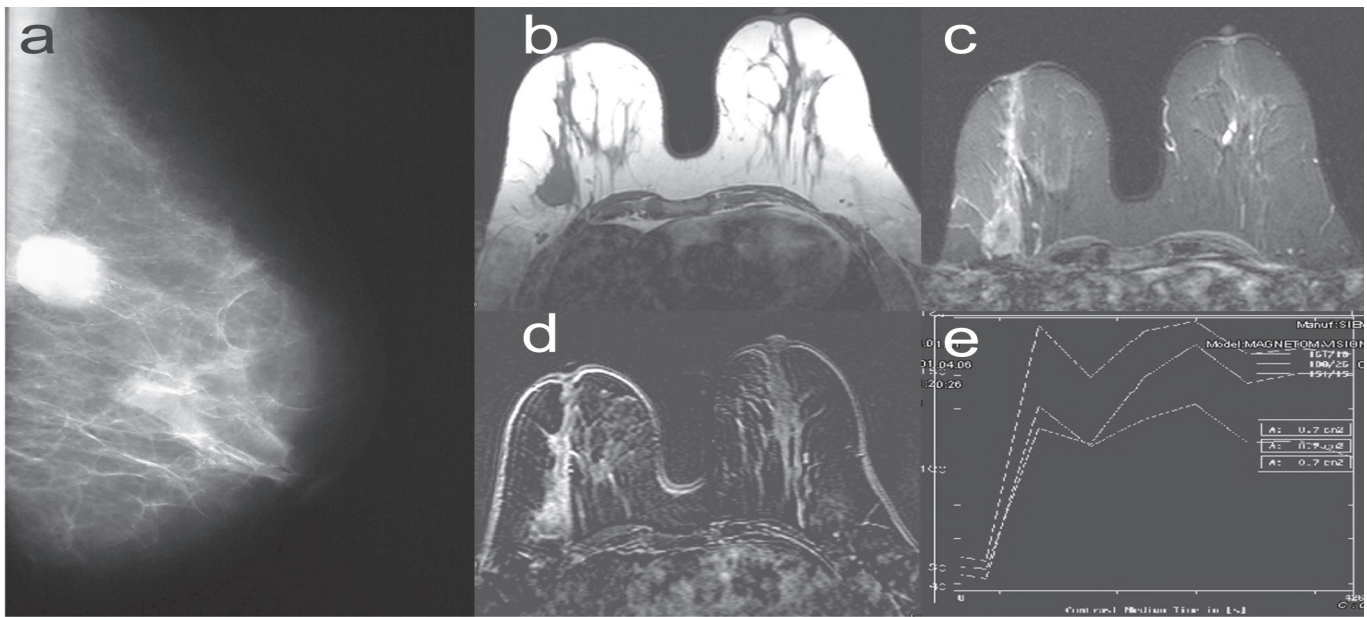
On right mediolateral oblique mammography (a) of a 55-year-old female with invasive ductal carcinoma, a spiculated and irregularly contoured, dense mass is seen in the superior outer quadrant of the right breast. On MRI, the mass is hypointense on T1-weighted image (b) and hyperintense on T2-weighted TIRM image (c), showing prominent signal enhancement on dynamic contrast-enhanced T1-weighted subtracted image (d). The time-signal intensity curve of the lesion shows a type 3 time course (wash-out), with an early period contrast enhancement rate above 80% (e).
